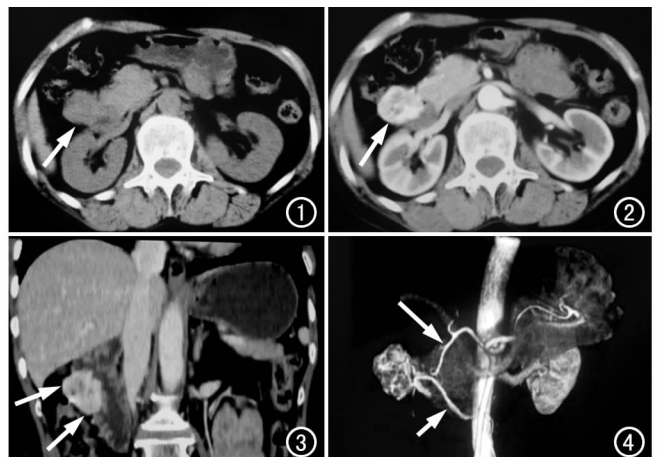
CT平扫示十二指肠降段及胰头右侧、右肾前方一不规则软组织密度肿块,密度欠均匀(箭)。图2 CT增强扫描示软组织肿块明显不均匀强化(箭)。图3 冠状面重组显示肿块以宽基底与十二指肠壁相连,局部十二指肠壁增厚,黏膜轻度受压内移(箭)。图4 上腹部CTA显示肿块有粗大的供血动脉(长箭)和引流静脉(短箭)。
